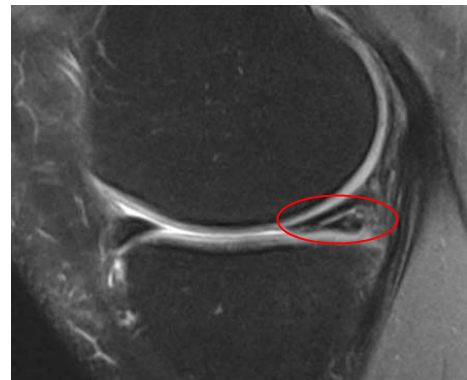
MRT - Meniskusschaden
